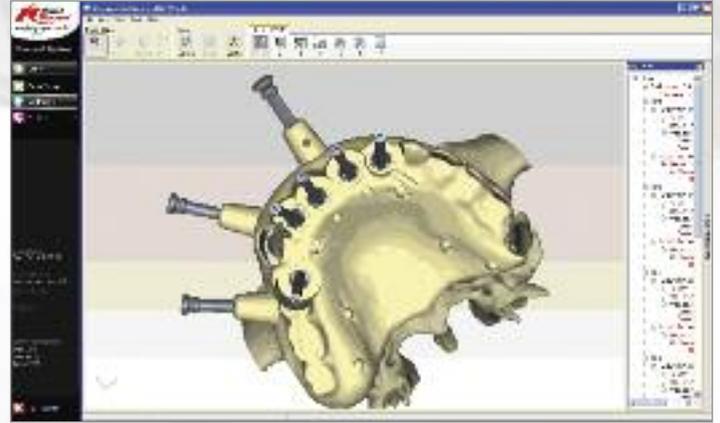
Für die computergestützte Operationsplanung wurde im Vorfeld eine radiologische Untersuchung (CT) vorgenommen. Mit den konvertierten Daten erfolgte die virtuelle Operation
